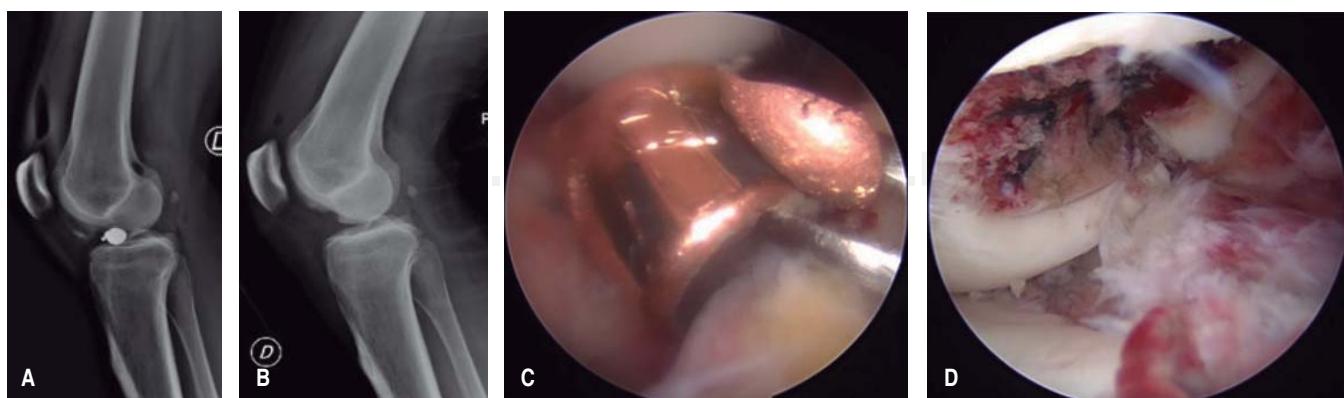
A. Radiografía lateral de rodilla derecha con imagen del proyectil alojado dentro de la articulación y B. Radiografía posterior a su extracción con defecto osteocondral. C. Imagen artroscópica del proyectil y D. Defecto osteocondral en el cóndilo femoral medial.
